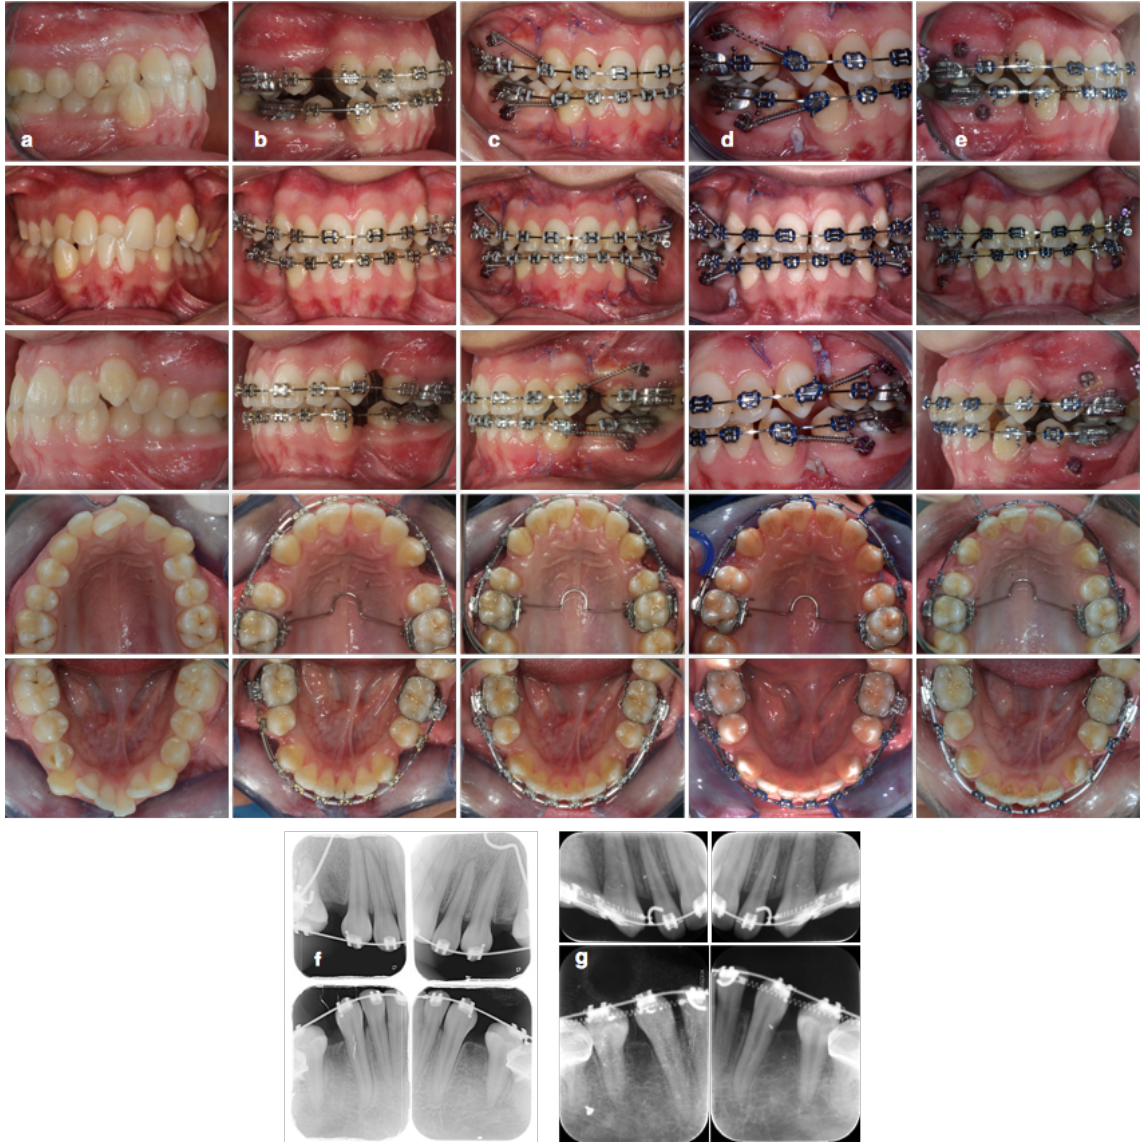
Piezoinsizyon grubundaki üst birinci premolar çekimli bir hastanın; a) Tedavi başı b) Kanin distalizasyonu başı c) Kanin distalizasyonu 1. hafta d) Kanin distalizasyonu 4. hafta e) Kanin distalizasyonu 8. hafta ağız içi fotoğrafları. f) Kanin distalizasyonu öncesi g) Kanin distalizasyonu sonrası periapikal röntgenleri
